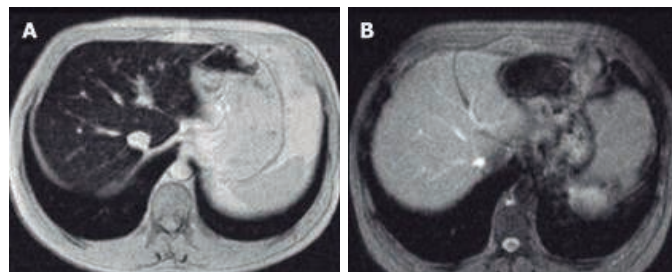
Quantificação de ferro usando RMN. Em (A), paciente com hemocromatose hereditária, apresentando sobrecarga de ferro, revela atenuação de sinal no fígado. Em (B), intensidade do sinal no fígado normal, após tratamento com flebotomias¹².
